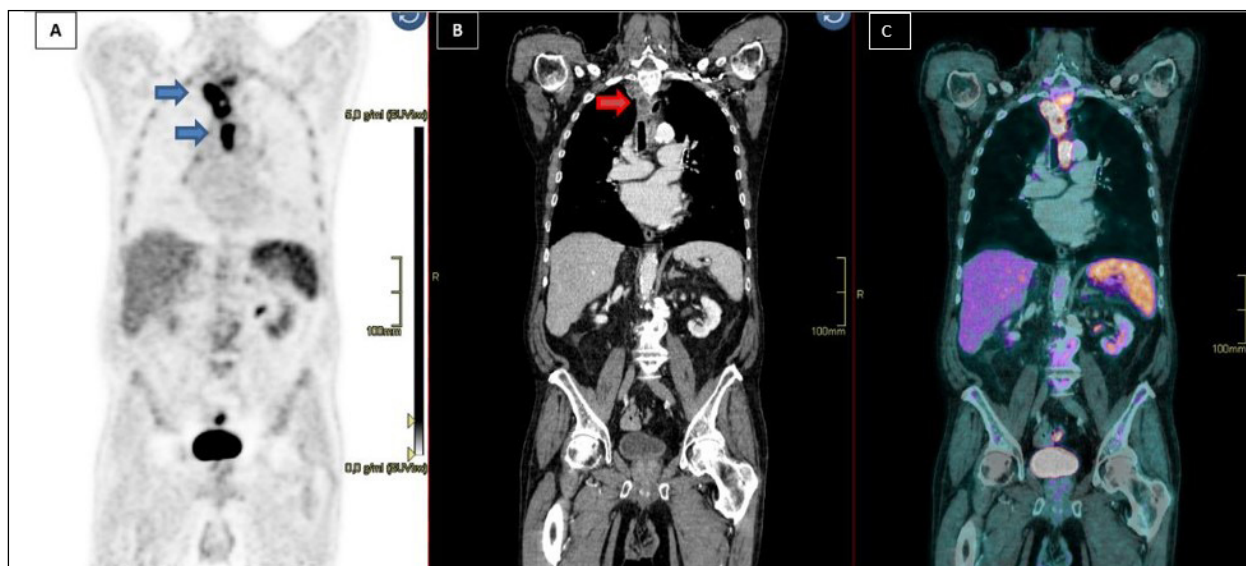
Estudio PET/TC  $^{18}\text{F}$ -FDG en plano coronal; (A) Imagen de PET; (B) Imagen de TC (C) Imagen de fusión, en el que se observan conglomerados adenopáticos mediastínicos con intensa captación de  $^{18}\text{F}$ -FDG.
